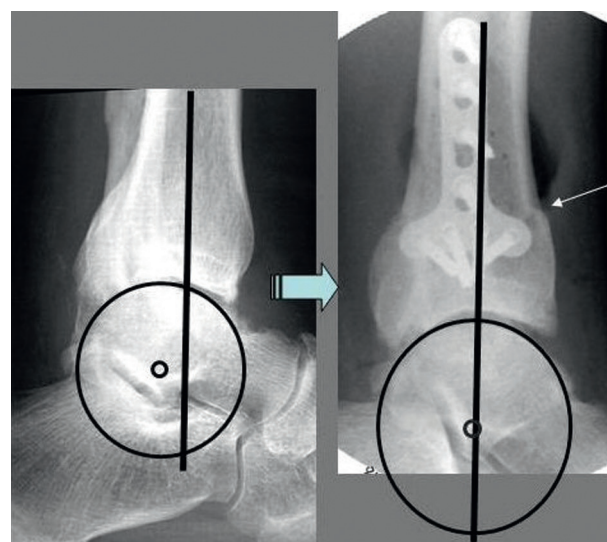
Vue radiographique d'un cal vicieux en rétro-curvatum.
